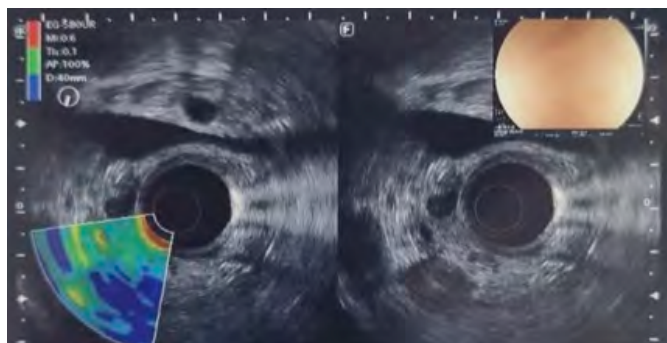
Equipo radial de ultrasonido endoscópico. Se observa la lesión hipoeocogénica, heterogénea, de 21 x 11 mm.
